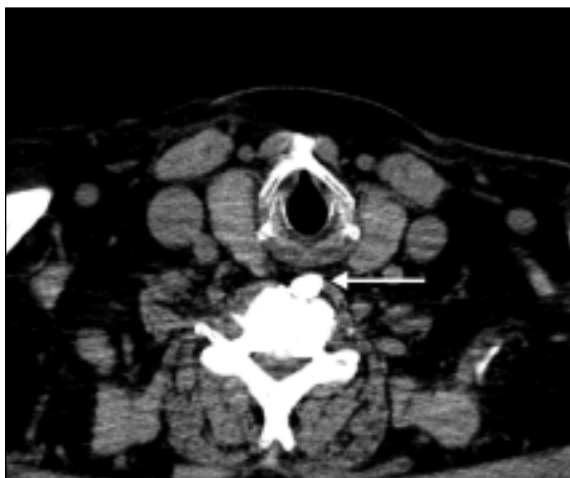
TAC cervical: osteófito hipertrófico ao nível de C4-C5 (seta)
